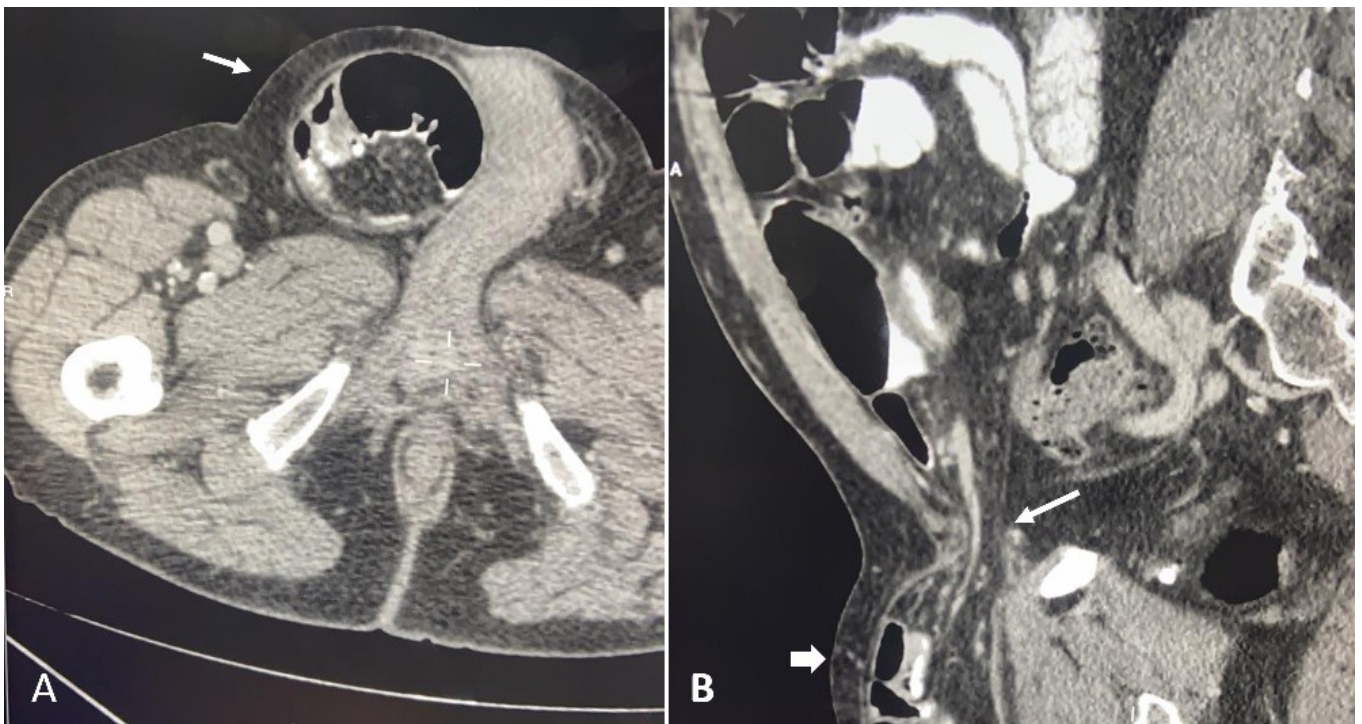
Tomografía computarizada simple de abdomen, mostrando: corte axial (A) hernia inguinal derecha con distensión de asa abdominal herniada; en (B) corte sagital, mostrando anillo inguinal y hernia inguinal derecha (flechas).
